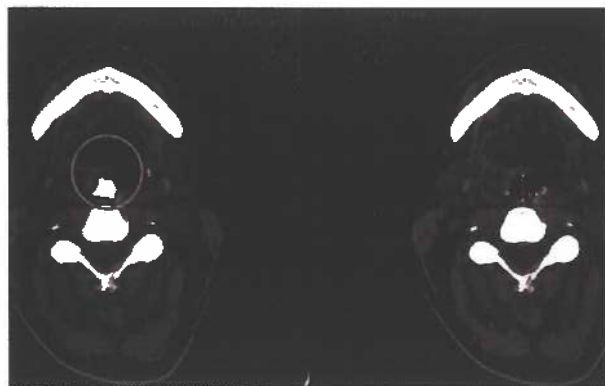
>> TAC axial de la vía aérea superior (PAS).
